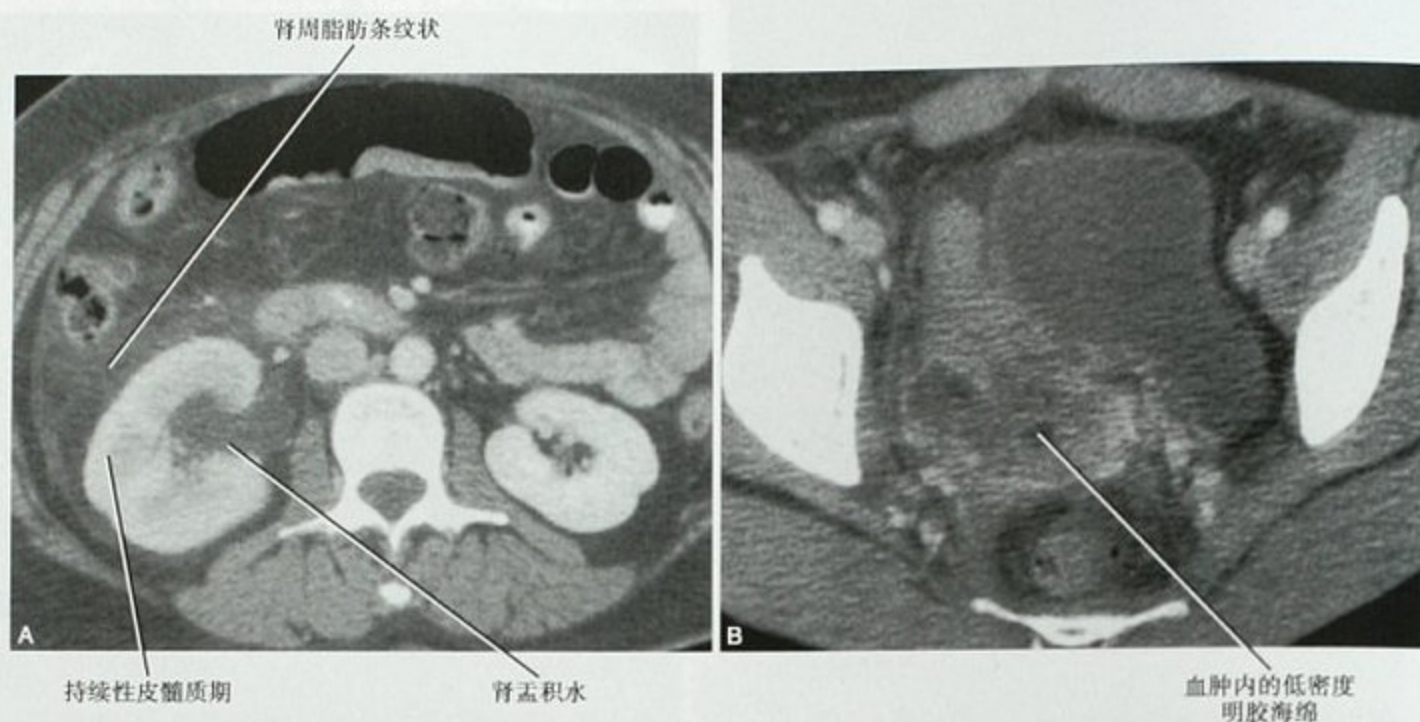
增强 CT 显示子宫手术所致的远端输尿管医源性损伤。A. 横断面显示肾脏水平的输尿管梗阻；B. 横断面可见盆腔血肿及右侧远端输尿管损伤区域的明胶海绵
